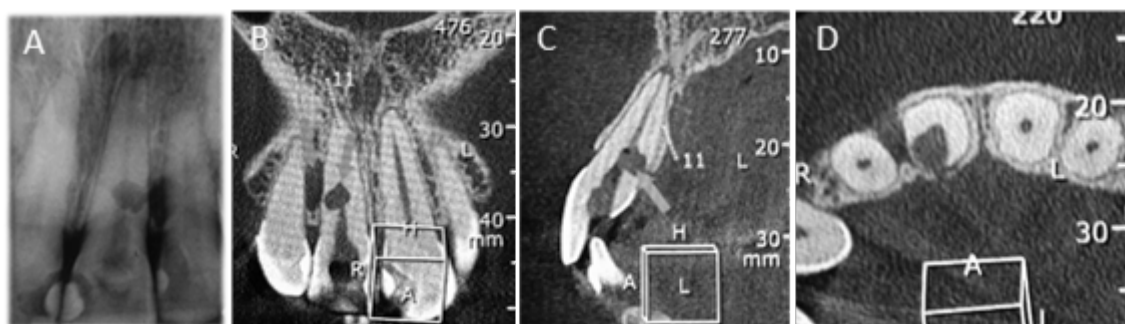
A) Radiografia periapical inicial; Imagens tomográficas em B) Corte coronal; C) Corte sagital; D) Corte axial
